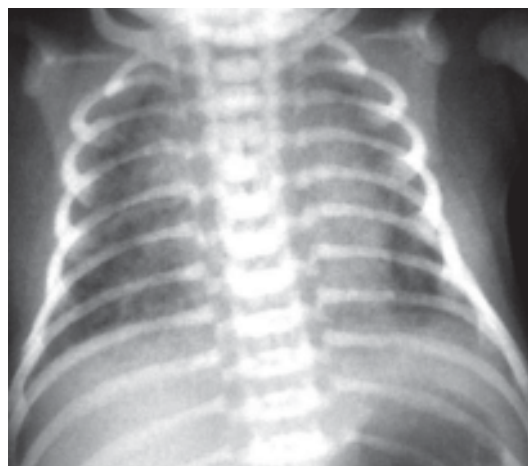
Radiografía de tórax (vista frontal) SAM: imágenes radiocapas.
